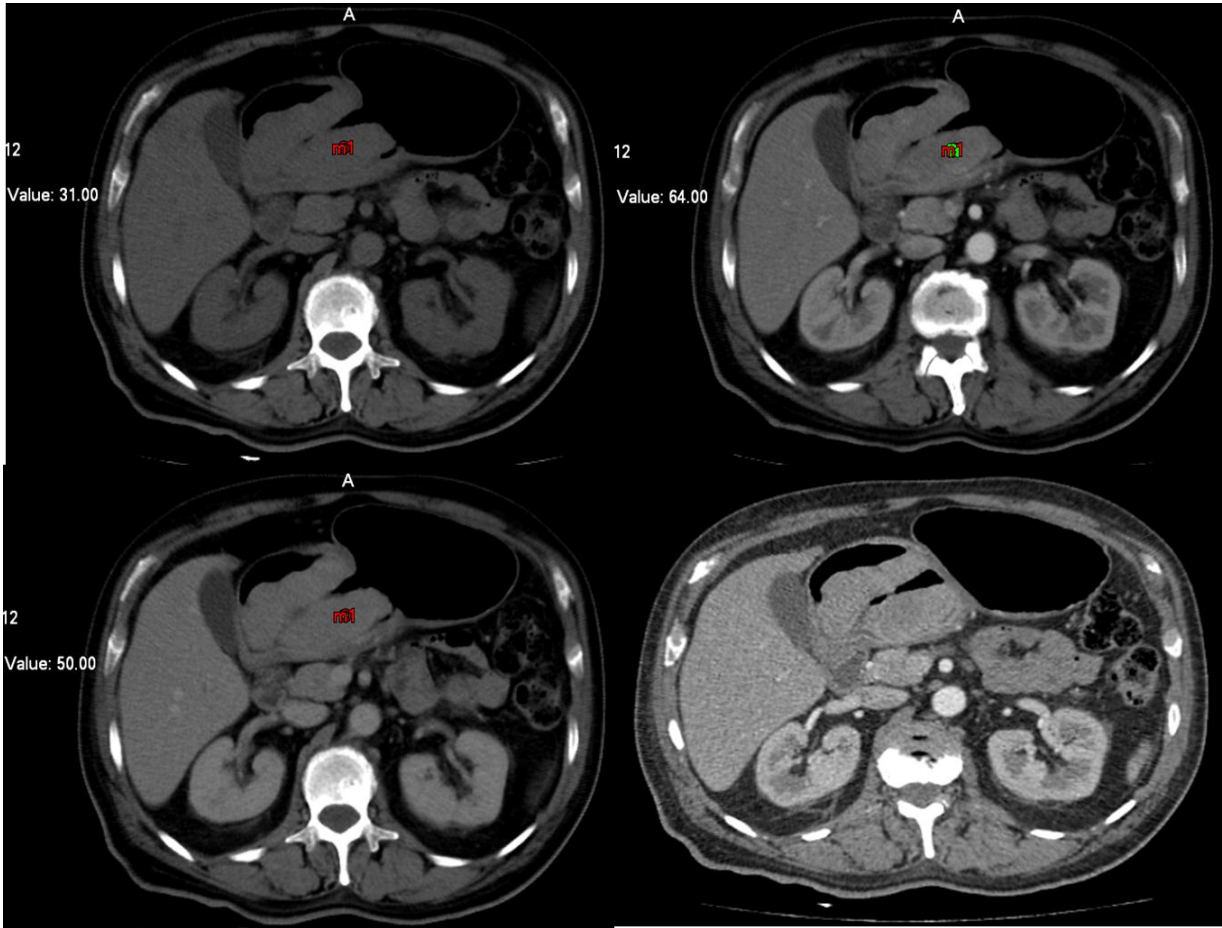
Cortes axiales de tomografía computada en las diferentes fases del estudio de tomografía computada (simple, arterial y venosa), las cuales muestra la medición basal de la densidad (unidades housnfield) de la tumoración en la fase simple, el realce tras la administración de medio de contraste y el descenso leve de la densidad del tumor en la fase venosa. La fase arterial es la que muestra mayor realce de la tumoración gástrica.
